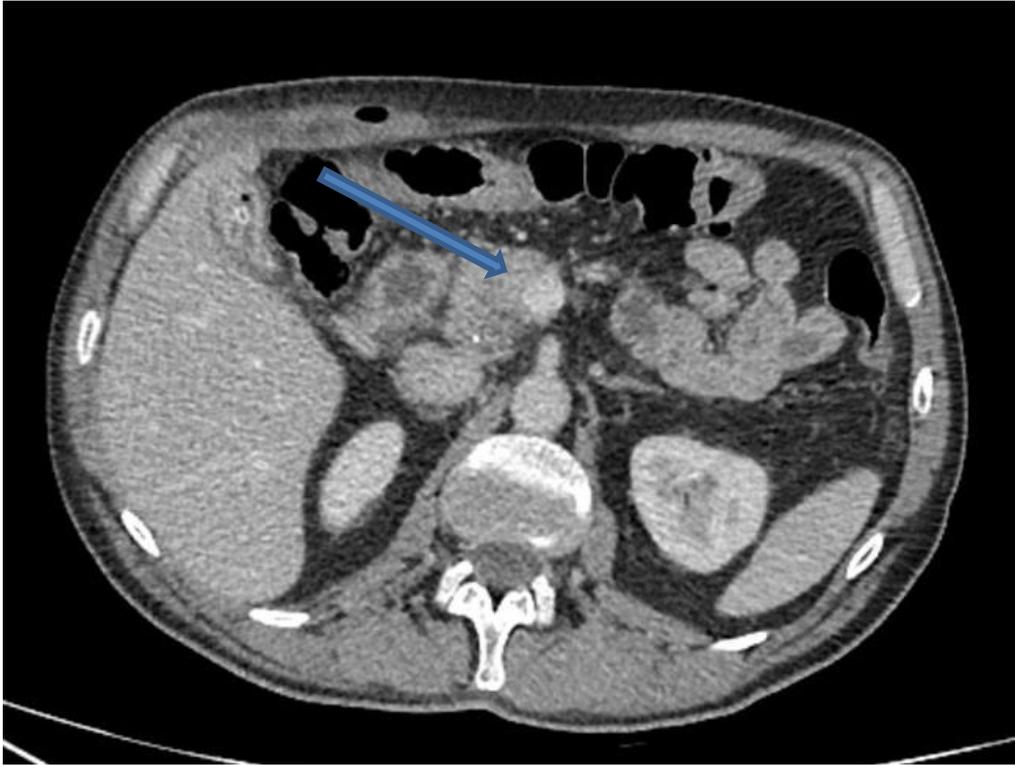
КТ ОЧП, аксіальна проекція, венозна фаза контрастування.
